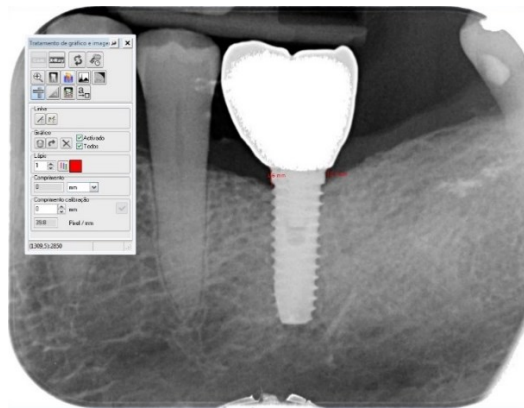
Exemplo ilustrativo de uma radiografia periapical obtida com o *VistaScan*, onde foi realizada a medição mesial e a distal entre os pontos de referência IIP e TCO de um implante, com recurso ao programa DBSWIN (Dürr Dental).
